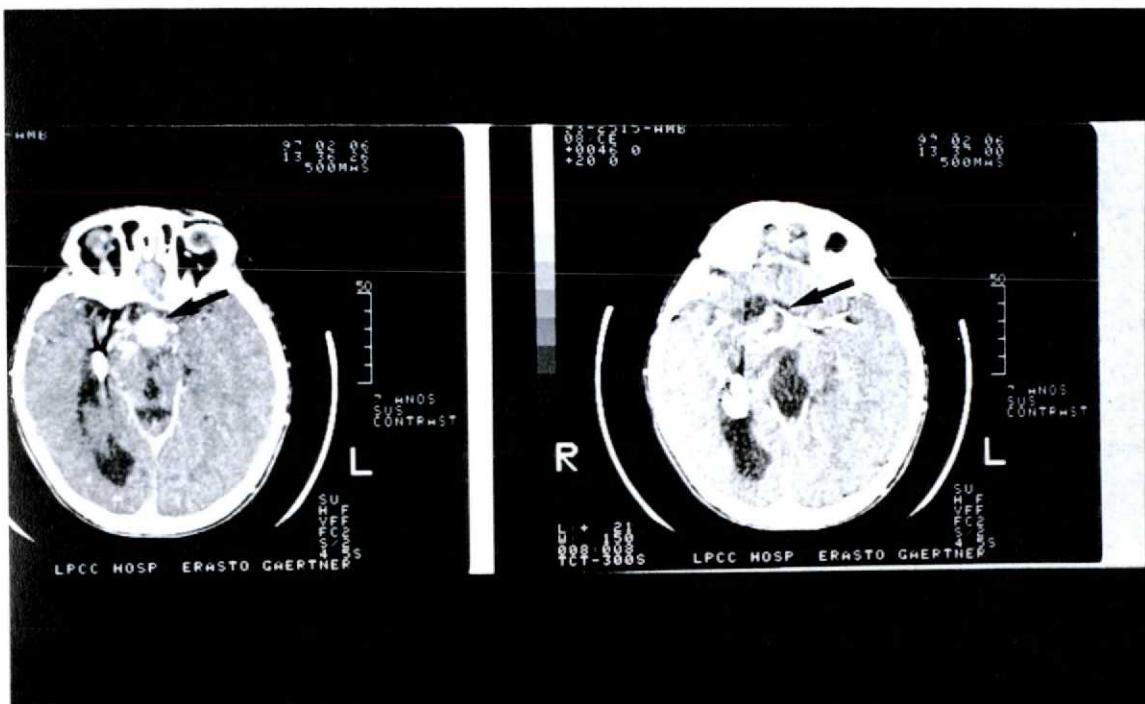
Exame de tomografia computadorizada do caso n.º 2, cortes axiais, mostrando o aspecto da lesão 4,5 anos após o tratamento cirúrgico (setas).
